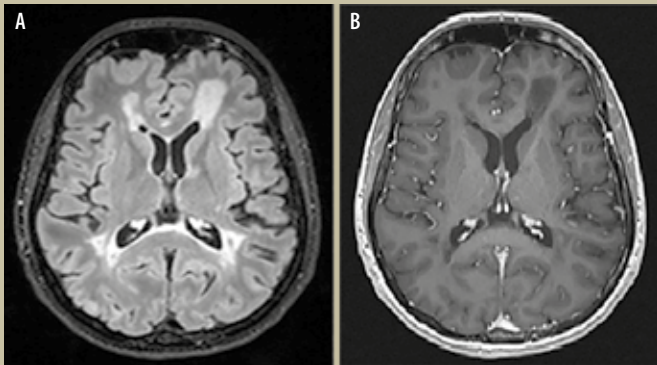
A. IRM encéphalique en séquence T2 FLAIR, coupe axiale : à 1 mois de la découverte de la lésion et après corticothérapie. Régression de la lésion frontale gauche. B. IRM encéphalique en séquence T1 gadolinium, coupe axiale : disparition de la prise de contraste périphérique de la lésion frontale gauche.
